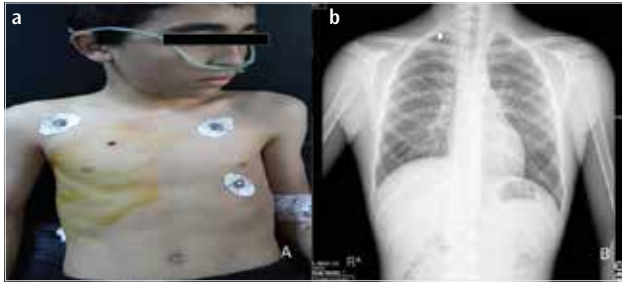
a,b. A single round-shaped entrance wound at the right third intercostal space (white arrow) of the patient (a); Anteroposterior views of the chest radiograph of the patient showing the pellet (white arrow) (b)
